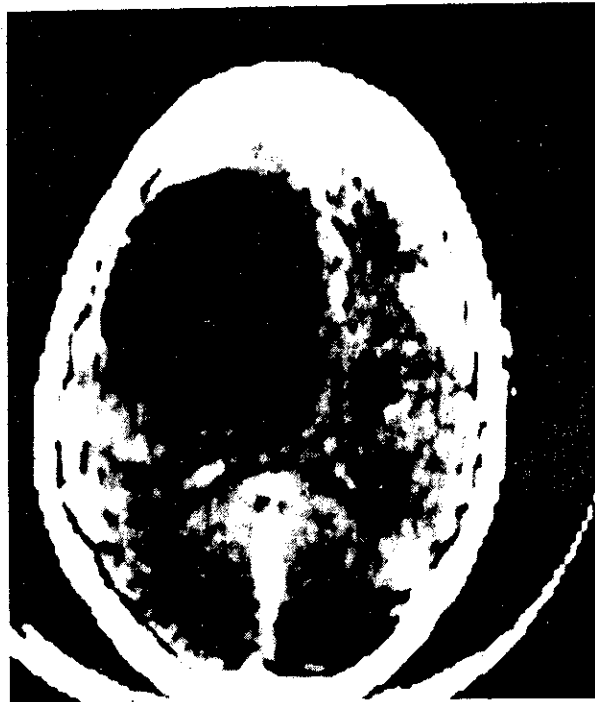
TAC cerebral. Imagen quística corticosupcortical de gran tamaño, que produce colapso ventricular y desplazamiento de línea media (paciente número 6).
